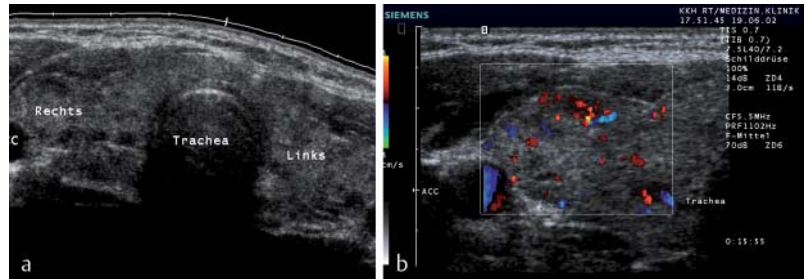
Hypertrophe Form einer chronisch lymphozytären Thyreoiditis (Typ Hashimoto). a Klinisch außer einem leichten Druckgefühl im Halsbereich keine Auffälligkeit, die Schilddrüsenwerte waren im Normbereich. Sonografisch erkennt man beidseits echoarme und leicht inhomogen strukturierte Schilddrüsenlappen (Panoramabild-darstellung). b Farbdopplersonografisch zeigt sich eine normale Durchblutung (standardisierte Geräteeinstellung!). Die PSV in der A. thyroidea inferior beträgt 30 cm/s (Normalbefund). Bei negativen TPO-Antikörpern wurde zur Sicherung der Verdachtsdiagnose einer chronischen Thyreoiditis eine Aspirationspunktion durchgeführt mit zytologischem Beweis einer lymphozytären Thyreoiditis.
